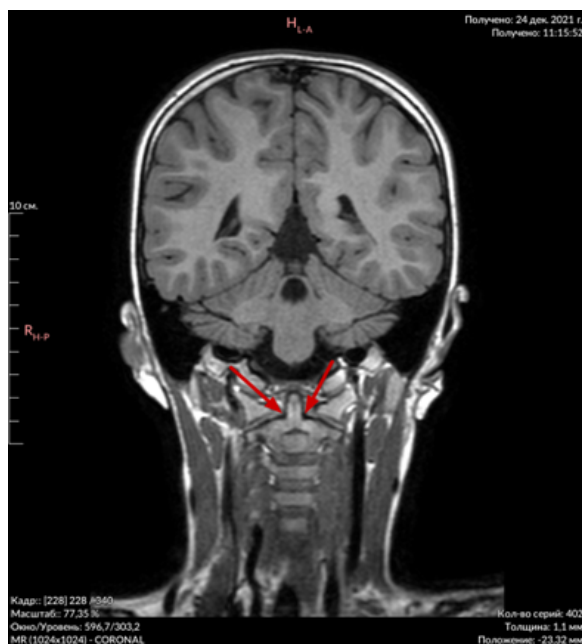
Зубовидный отросток аксиса на фронтальной МРТ
